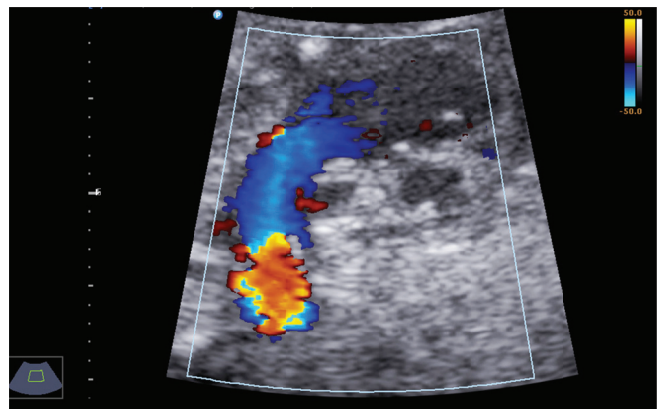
Ecografía Doppler fetal, donde se evidencia: Flujo retrógrado en la aorta ascendente proveniente del ductus en el plano del arco ductal.
